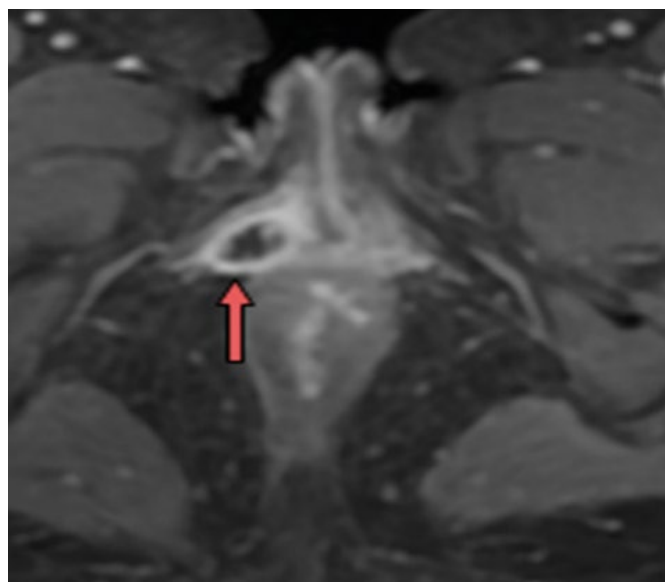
Séquence IRM T1 FAT SAT+Gadolinium, Femme 27 Ans 29 ans, extension génitale :abcès racine de la petite lèvre (flèche).
